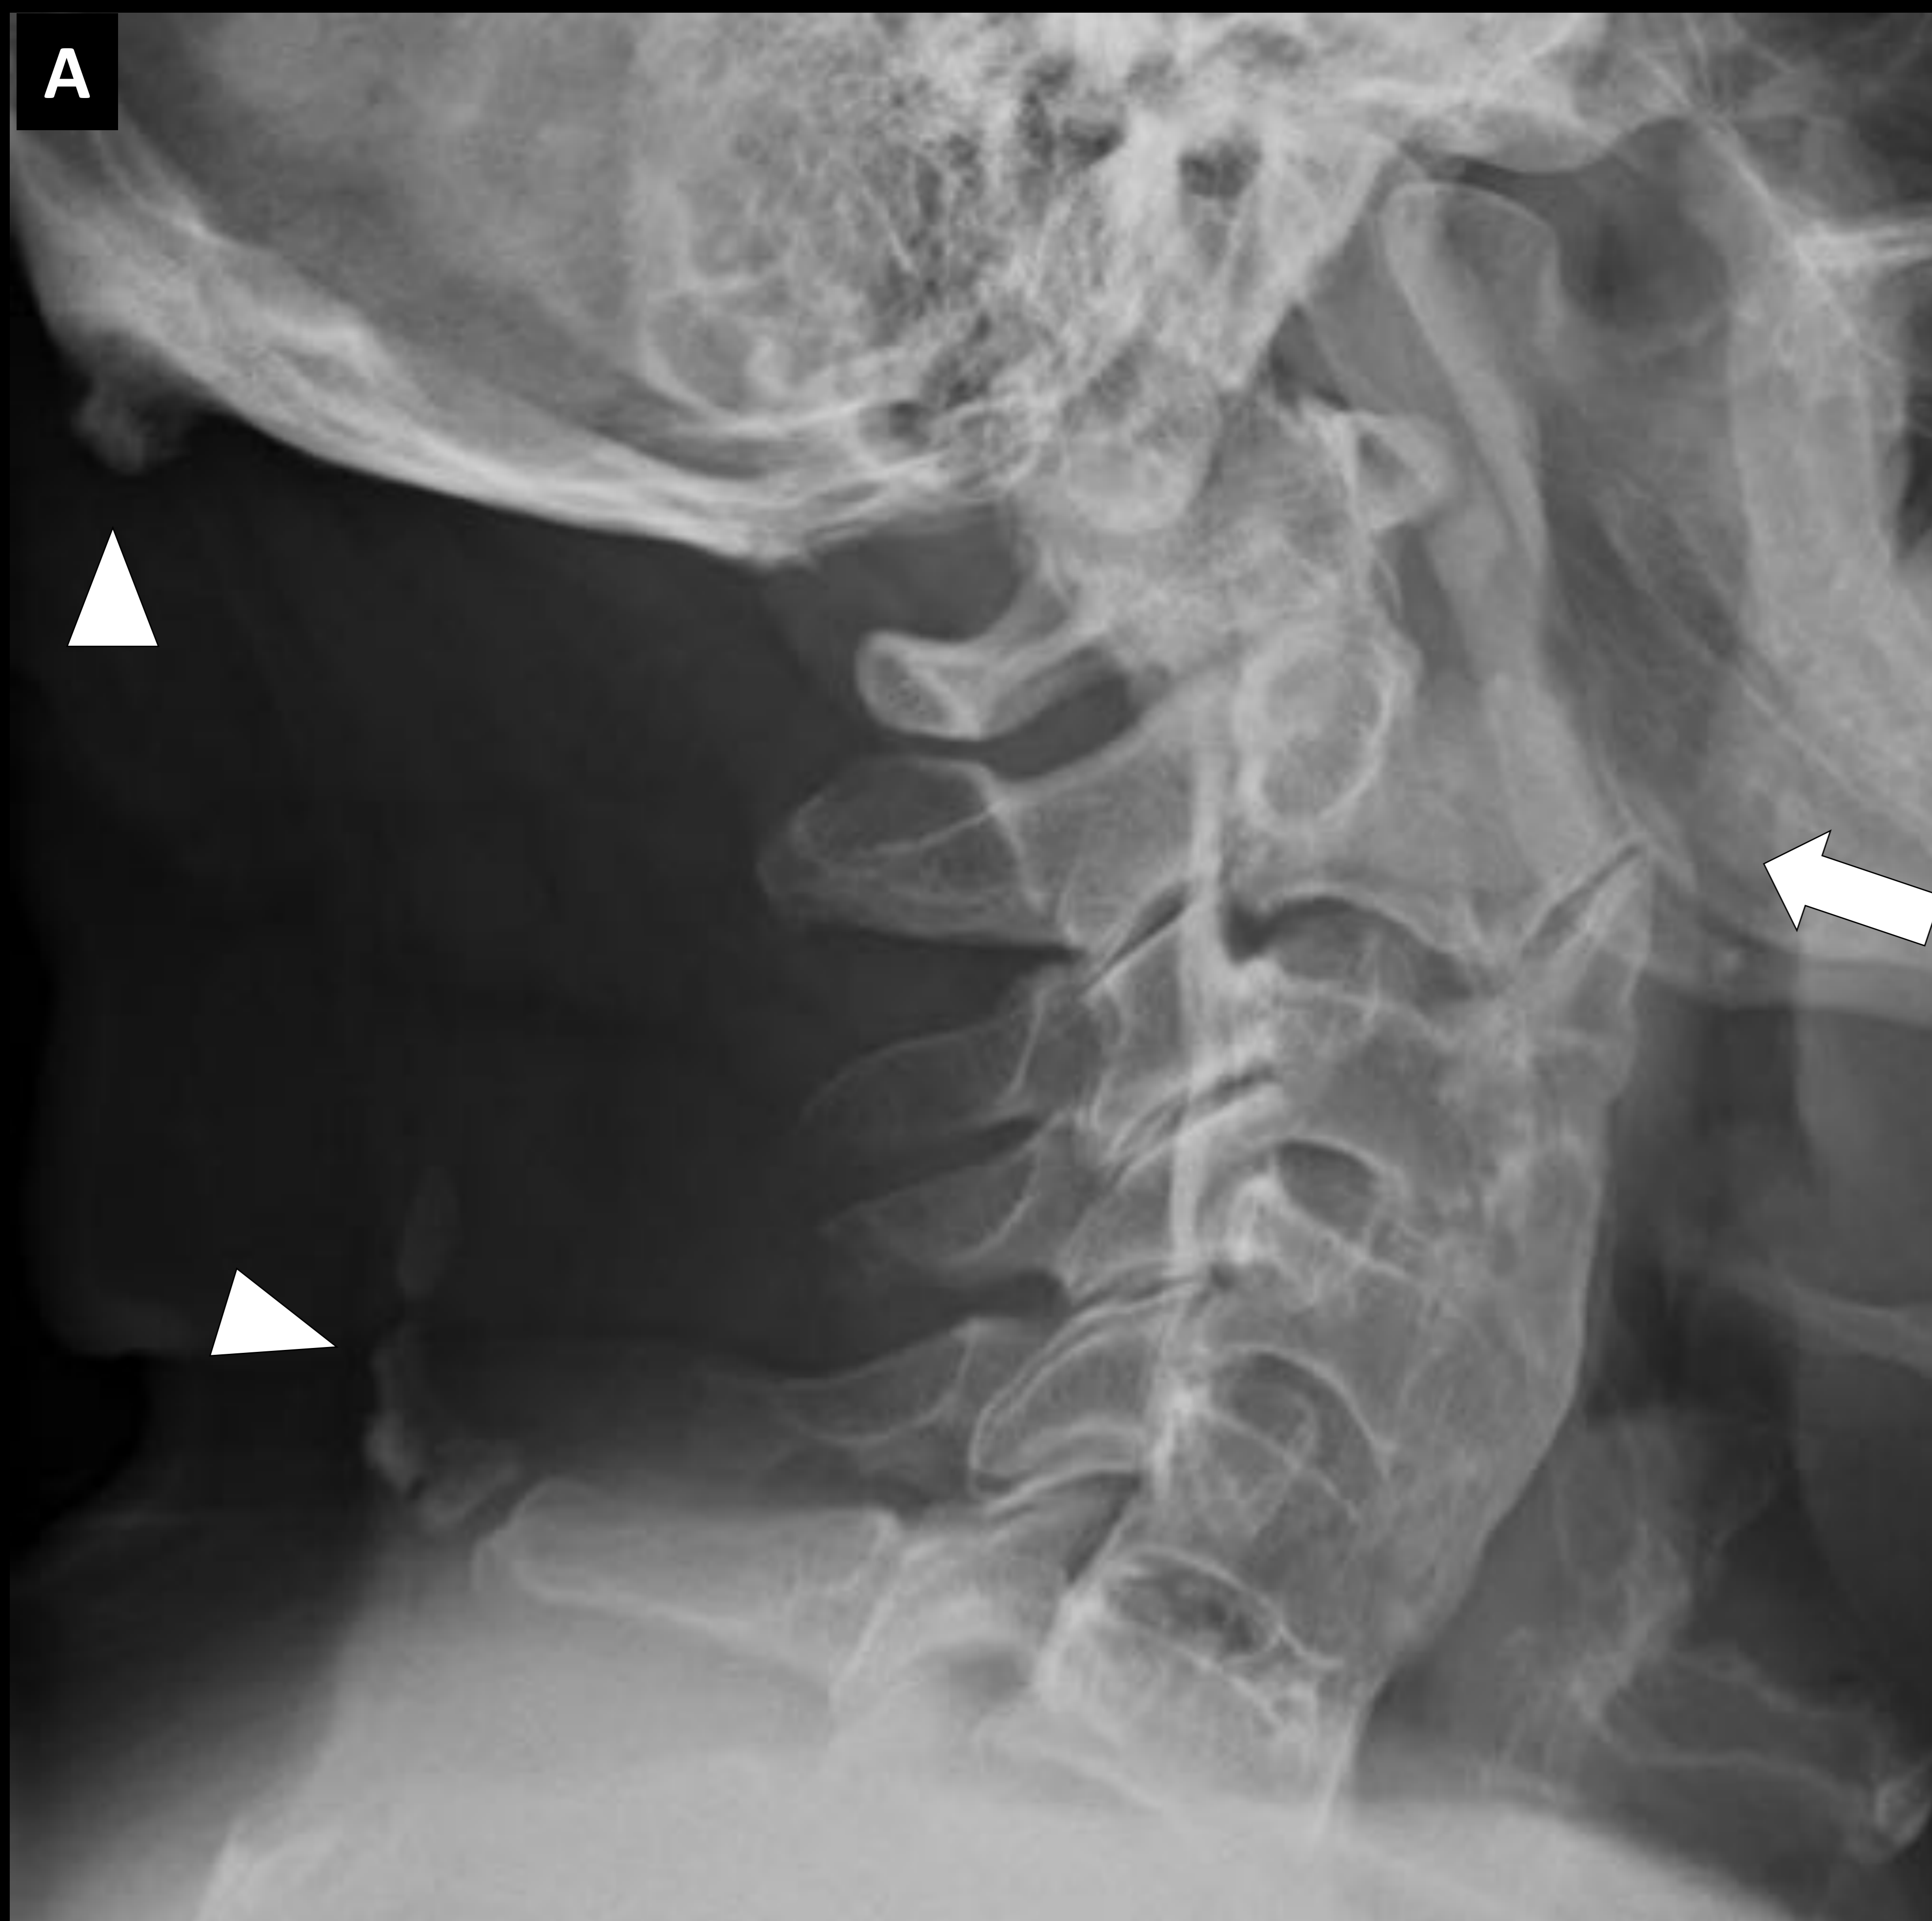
Varón de 74 años que refiere cervicobraquialgia de años de evolución. Radiografía lateral de columna cervical (A) y RM cervical potenciada en T1 (B) y T2 (C). Se objetiva una osteofitosis muy prominente (flecha blanca), de situación anterolateral en el espacio C4-C5 que protruye sobre el espacio anterior del cuello y distorsiona la vía aérea y el luminograma esofágico.
